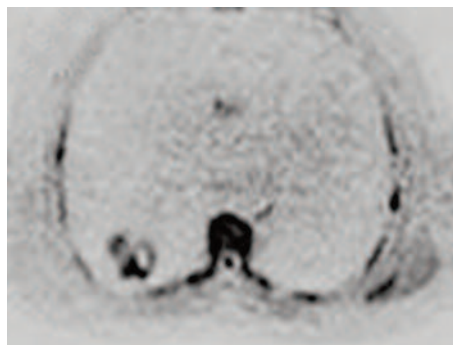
Sequenze DWI acquisite con b factor pari a 1000. La lesione determina blanda restrizione della diffusività tissutale e presenta segnale disomogeneo.
